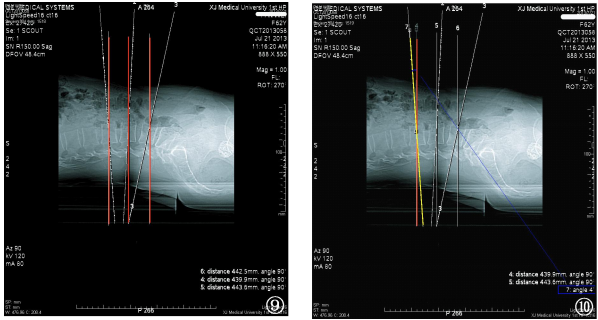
三条白线为 QCT 法通过椎体中央并平行于椎间隙扫描线,三条红线为腰椎多层螺旋 CT 容积扫描法通过 L2、L3、L4 椎体中央层面的扫描线。图 10 显示蓝色夹角为两法在同一椎体同一层面扫描线的夹角。
